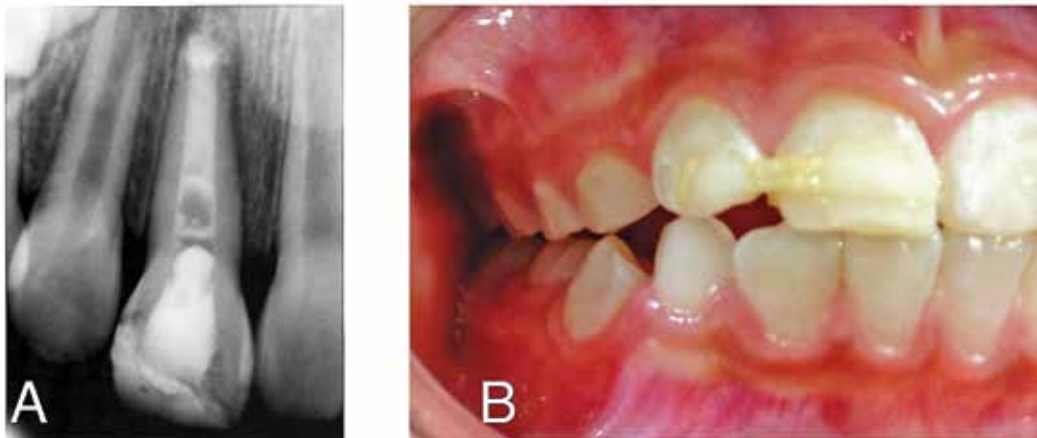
A: Radiografía de seguimiento, se observa la reabsorción del CaOH₂. B: Disminución de la férula.
